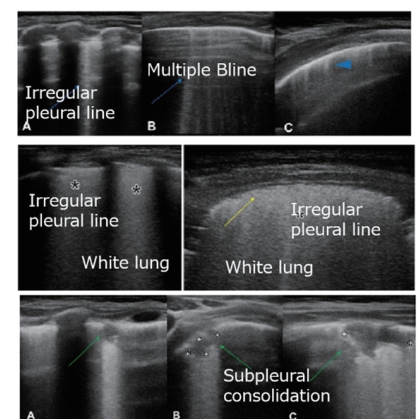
1. 正常肺では、正常な胸膜がlung slidingを伴い1本のきれいな線で観察される。また、特に腹側～側胸部ではB-lineは観察されず、A-lineが広範囲で観察される。2,3. 胸膜の肥厚や、B-lineが両側散在性に見られると、COVID-19肺炎の疑いとなり、すりガラス影を反映するB-lineが増強しmultiple B-lineとして観察されると、COVID-19の初期の肺炎として疑いがより強くなる。エコー所見としての胸膜の肥厚は、炎症の程度が強くなりまた病変が進行すると、その所見も強くなる。4. それにともない胸膜からのびるB-lineは、次第に本数が増え、癒合し、1本1本のB-lineとして観察できないようになる。このように全体にわたり白く見える所見をWhitelungと言う。5. 胸膜から発生し進行した肺炎像は、次第にconsolidationへ移行していく。胸膜に接し、胸膜直下に観察される小さなconsolidationは、subpleural consolidationといい、COVID-19肺炎の代表的な所見の一つでもある。(How to perform lung ultrasound in pregnant women with suspected COVID-19 infectionより改変引用)
